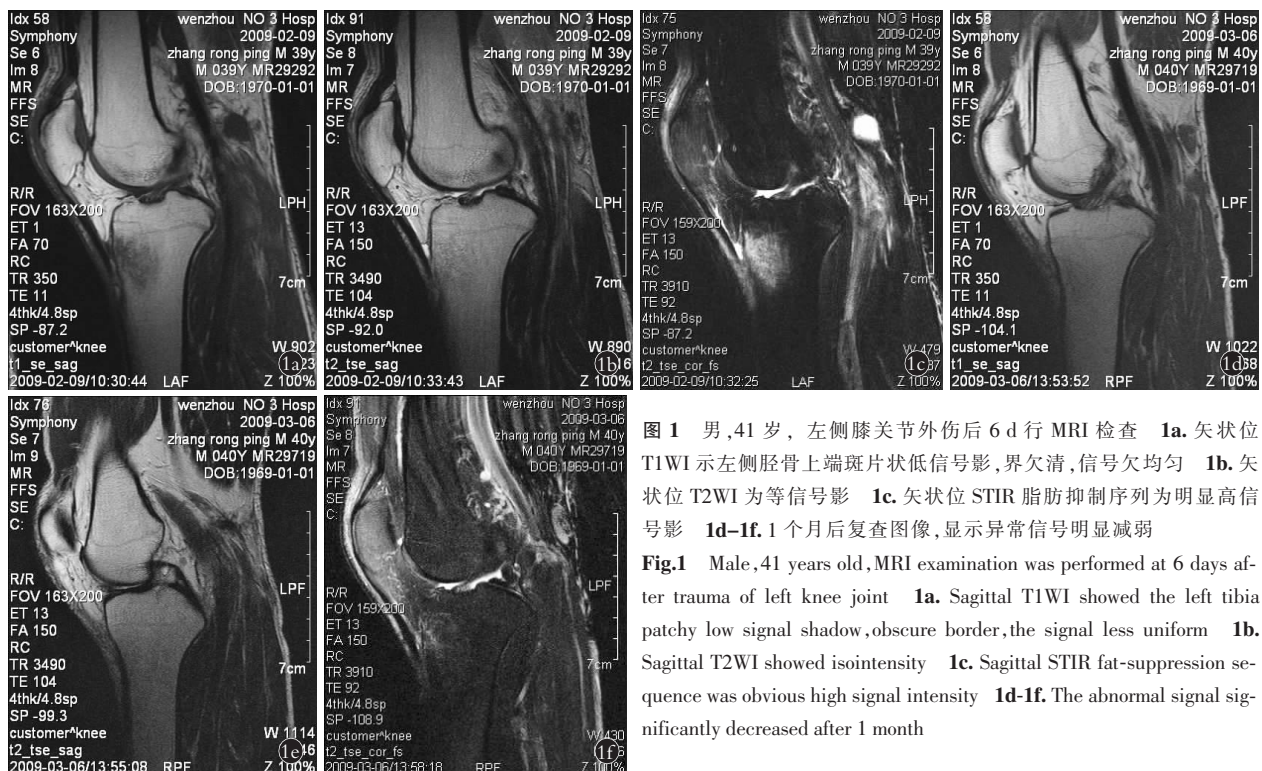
男,41 岁,左侧膝关节外伤后 6 d 行 MRI 检查 1a. 矢状位 T1WI 示左侧胫骨上端斑片状低信号影,界欠清,信号欠均匀 1b. 矢状位 T2WI 为等信号影 1c. 矢状位 STIR 脂肪抑制序列为明显高信号影 1d-1f. 1 个月后复查图像,显示异常信号明显减弱
